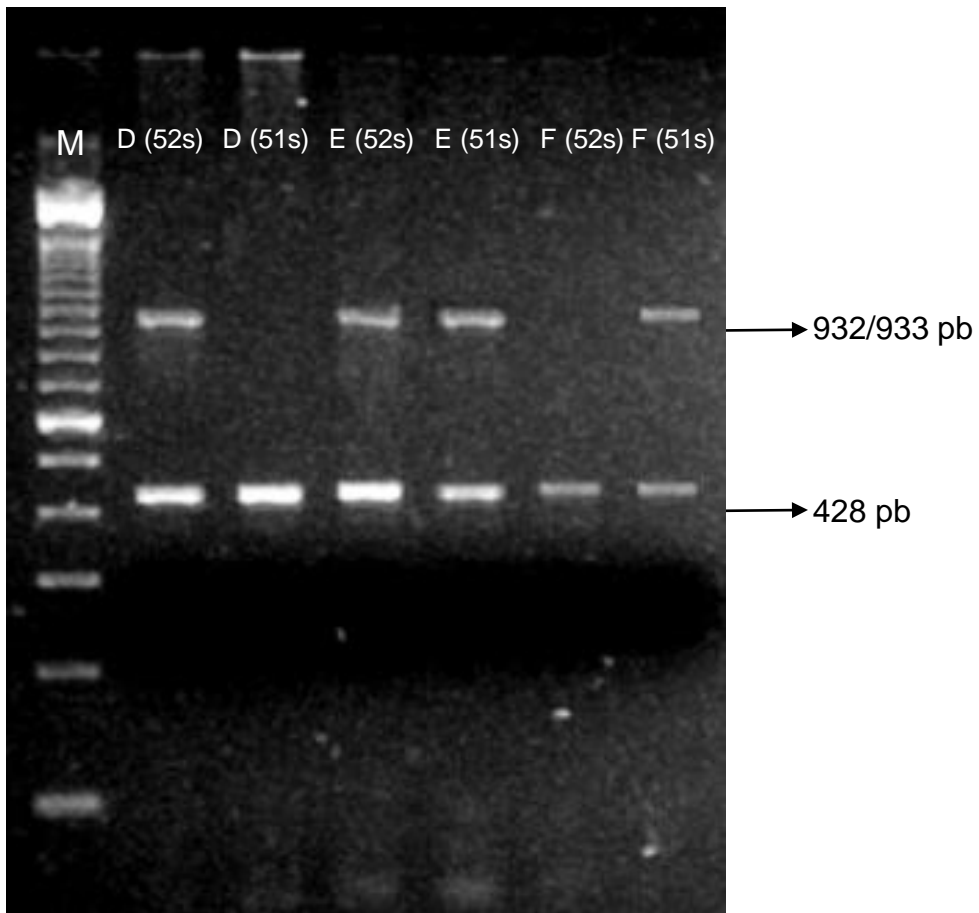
Perfil eletroforético em gel de agarose a 2% dos genótipos CC (D), CT (E) e TT (F) do gene *FUT3*, mutação *C314T*. M representa o marcador de 100 pares de bases.
